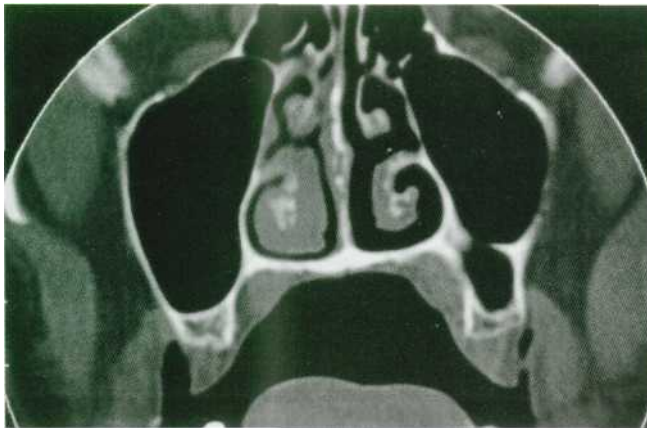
Tomografía computarizada que nos muestra un tabique óseo en el seno maxilar izquierdo.
